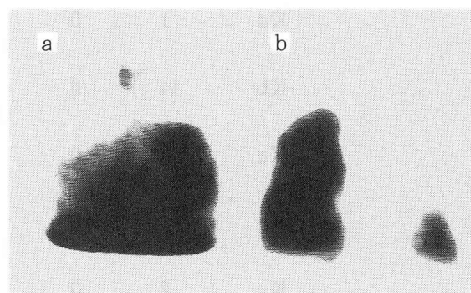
a: Tl-201 scintigram showing moderate uptake of Tl-201 in the left upper and middle lung fields, b: Perfusion lung scintigram showing perfusion defect in the left lung and slight perfusion decrease in the right upper and middle lung fields
